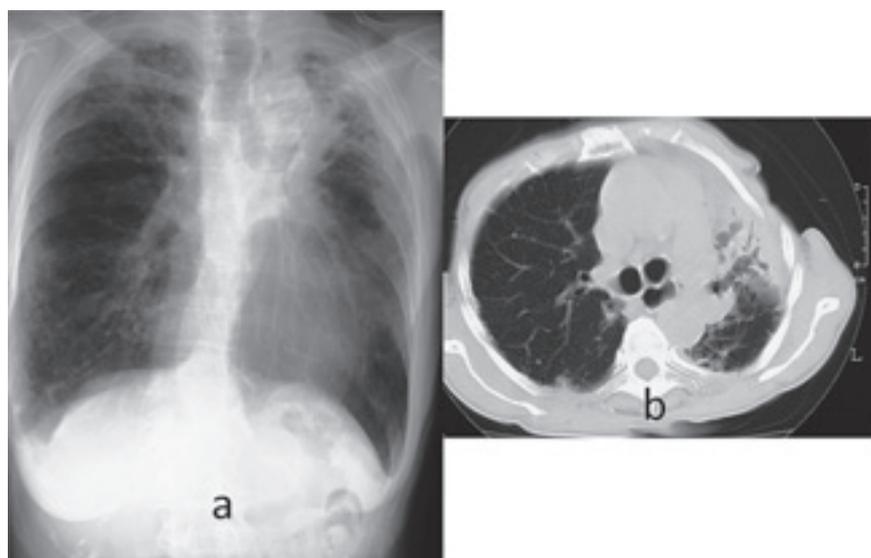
Chest X-ray and CT scans of case 2, 2005 year
